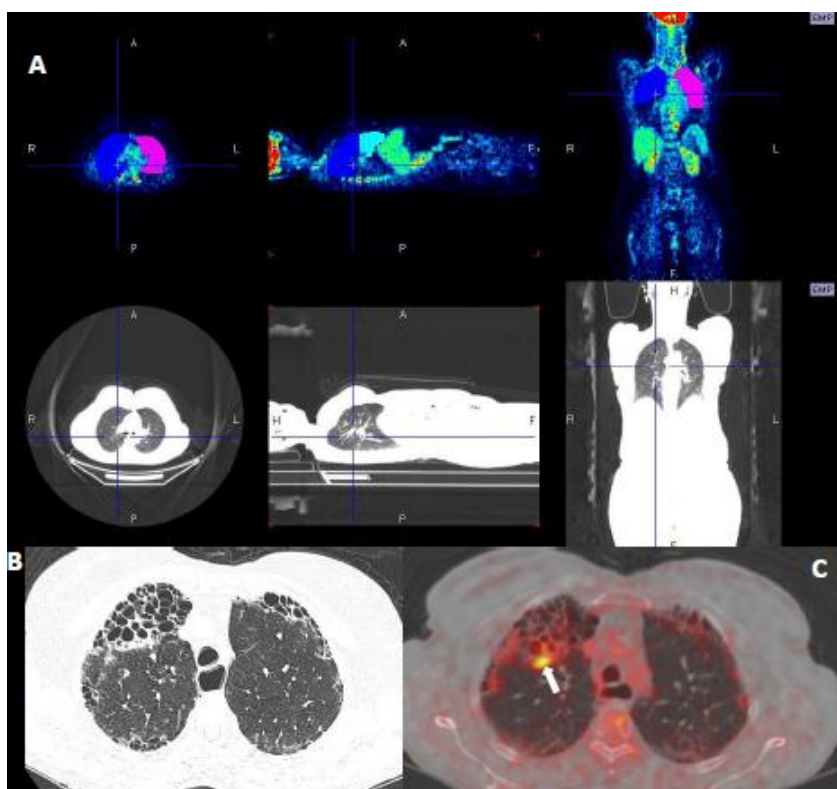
Análise do PET/CT: A - volumetria dos lobos pulmonares para cálculo do *SUVmean*, B – corte axial de TCAR mostrando faveolamento no segmento anterior do lobo superior direito, C – Imagem de fusão PET/CT na região representada em B, mostrando área hipermetabólica (seta) utilizada para cálculo do *SUVmax*.
